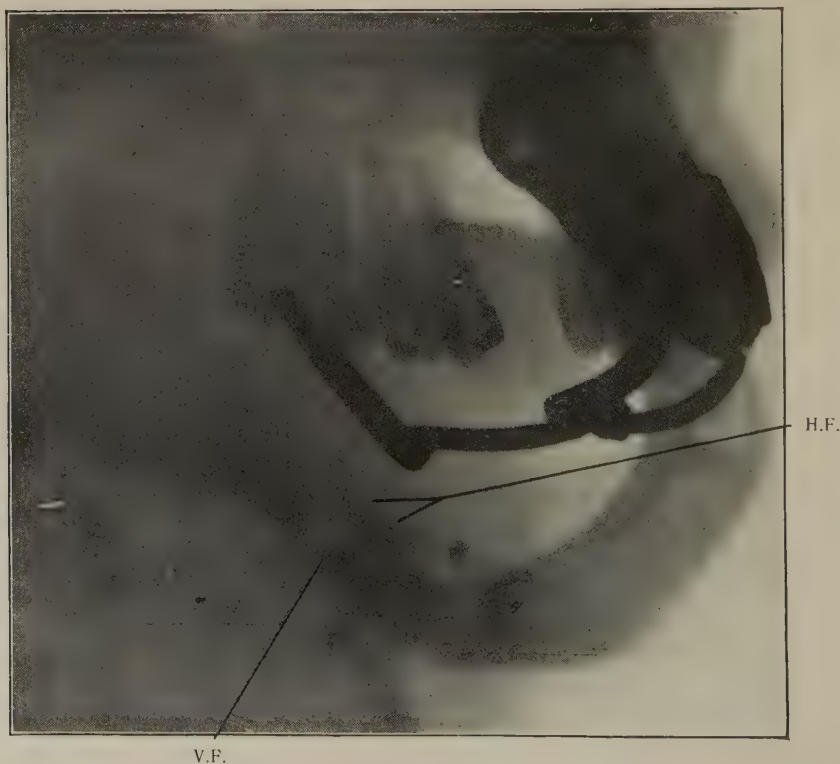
Röntgenbild I vor der Implantation des Periosthäutchens.
